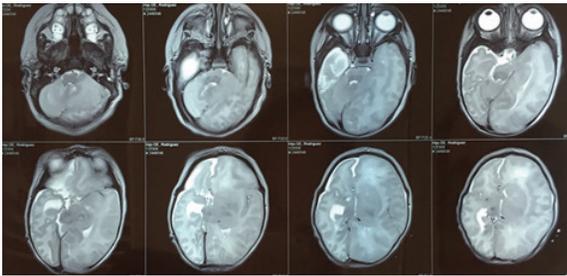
Resonancia magnética de cráneo observa defecto parasagital parietal derecho, con compromiso del parénquima, disminución volumétrica, rotación de estructuras hacia la brecha y desviación de línea media.
